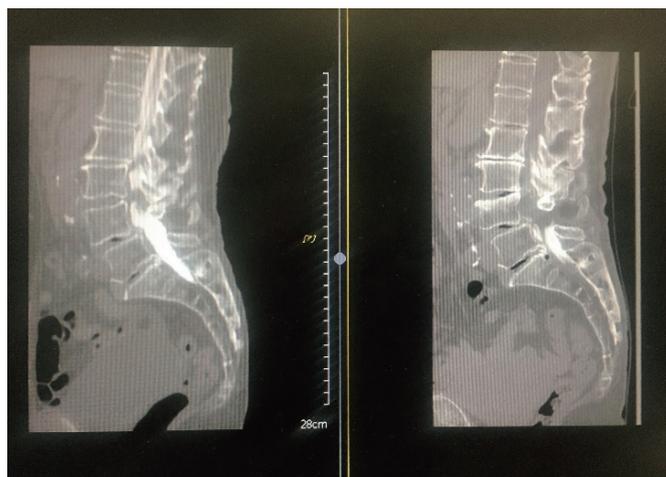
左 myelography-CT 右 Peridurography-CT
